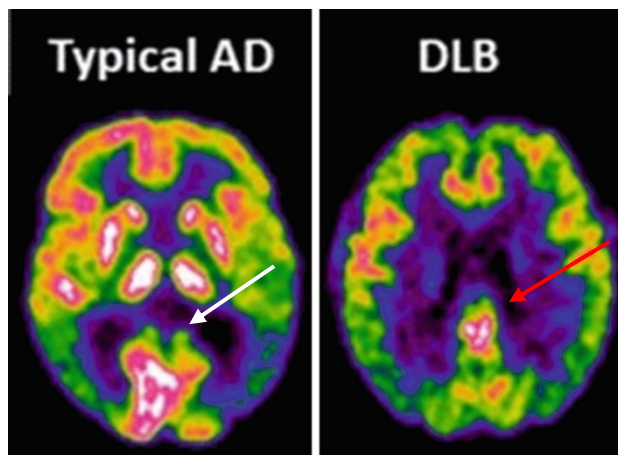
In figura, rappresentazione alla PET del segno CIS nel confronto fra un paziente con AD (con segno assente, indicato dalla freccia bianca) con un paziente affetto da LBD (dove il segno dell'isola cingolata viene indicato dalla freccia rossa). Immagine riadattata da Zabihi et al., 2021.
